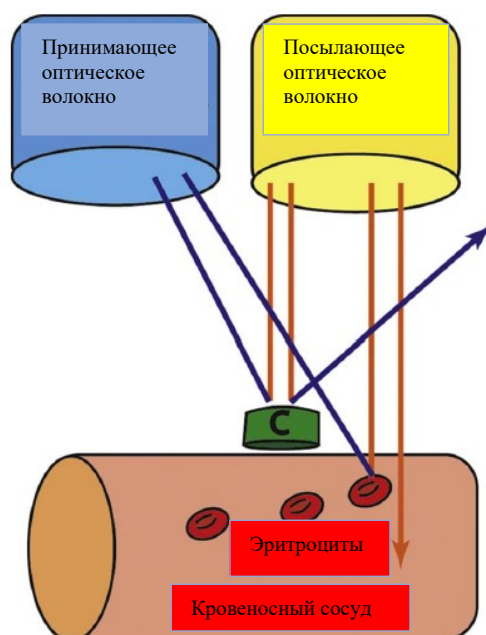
Эффект Доплера, применяемый в методе ЛДФ (измерение перфузии). (Kouadio, A.A., 2018)
